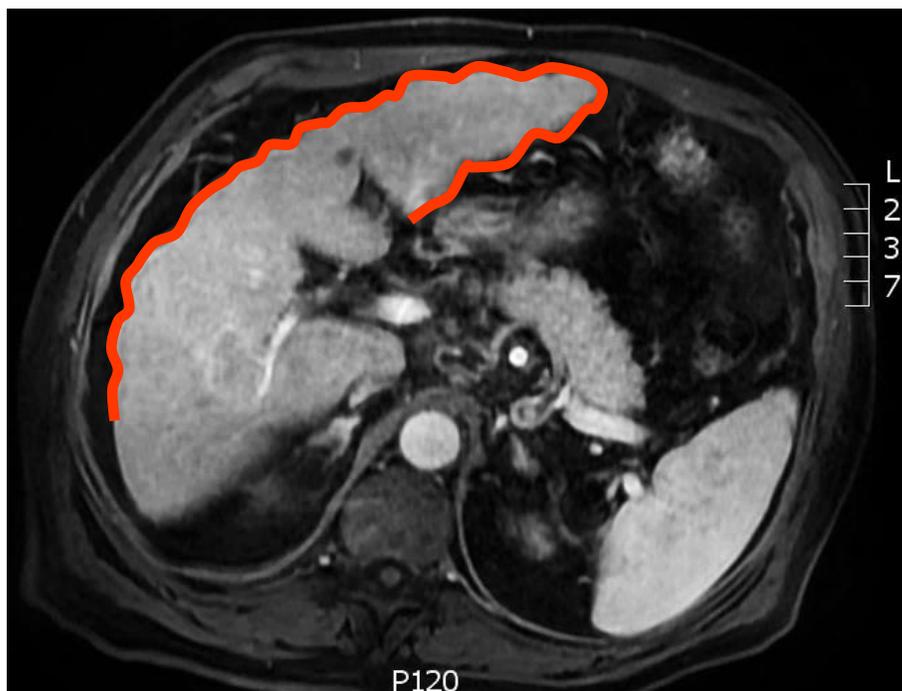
RM ponderada em T1 com contraste e supressão de gordura mostra um fígado pequeno com contornos irregulares (linha vermelha).
